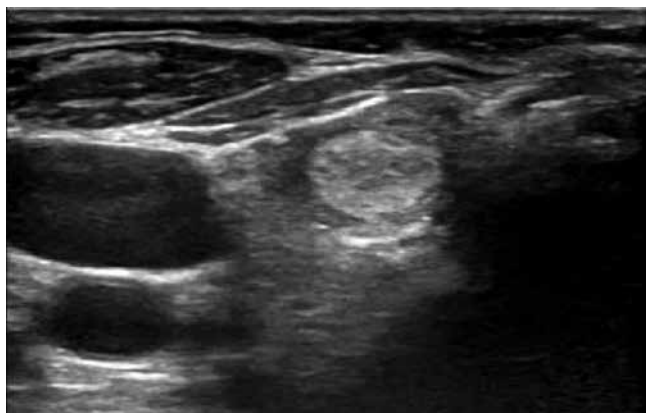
УЗИ ЩЖ (В-режим). Фоликулярный коллоидный зоб
